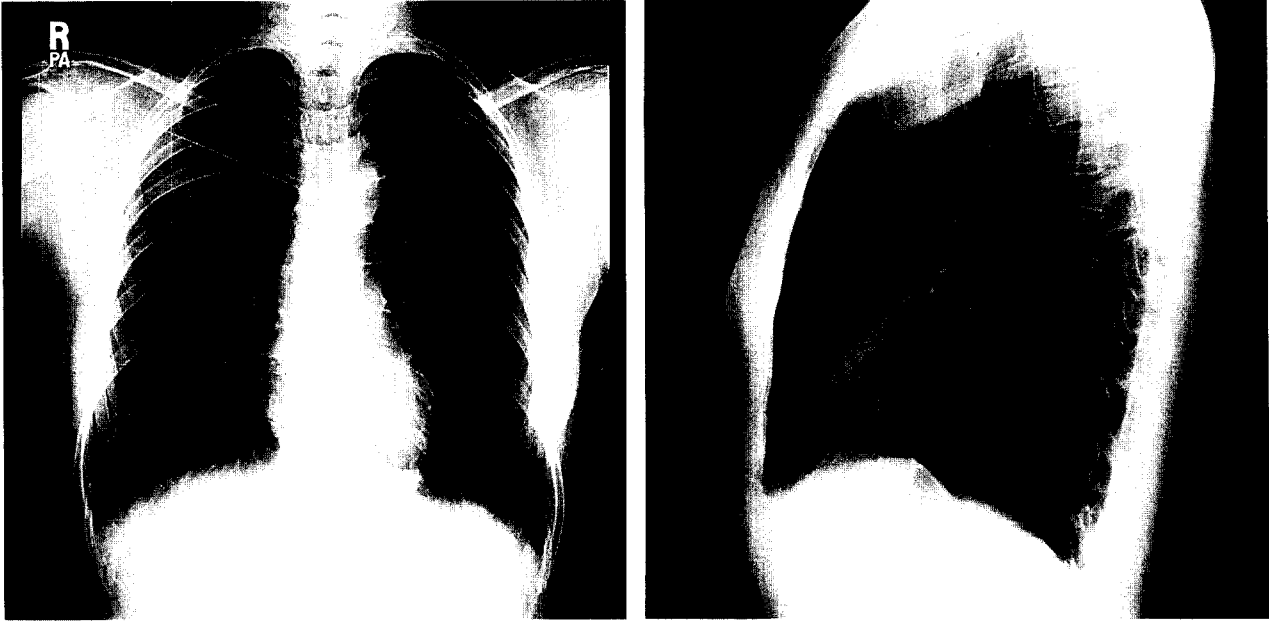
Preoperative chest x-ray demonstrating mass lesion sized 6cm in diameter
